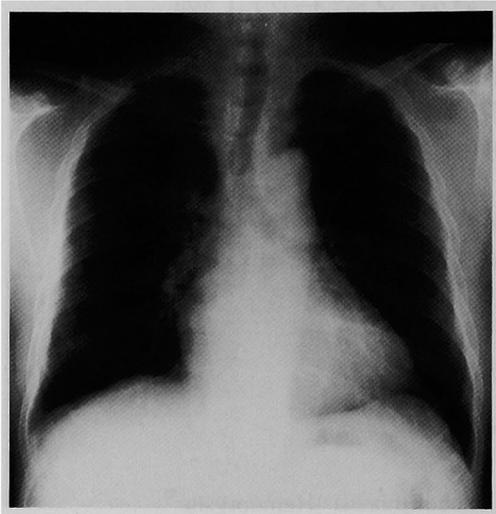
Chest X-ray showing a light infiltrative shadow with air-bronchogram in the right upper lung field.
